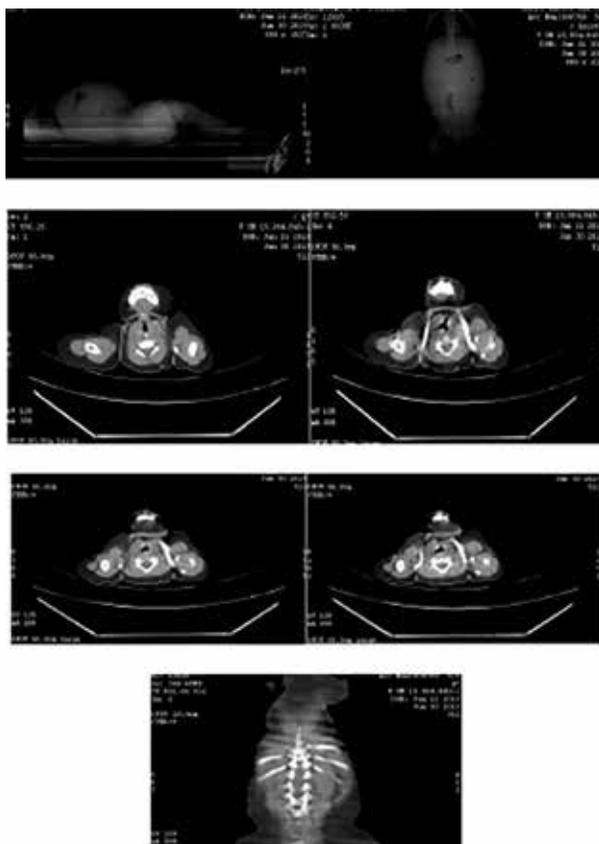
Imágenes de la tomografía axial computarizada, donde se evidencia tumor intra-pélvico.
